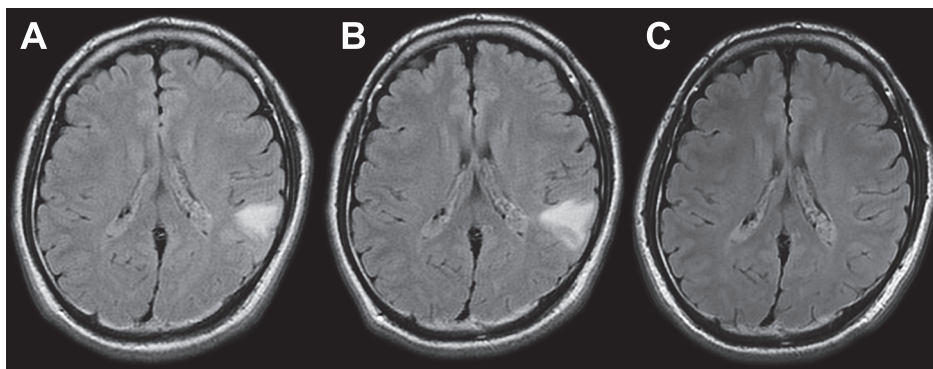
Brain MRI on the 3rd, 17th, and 62nd day.
